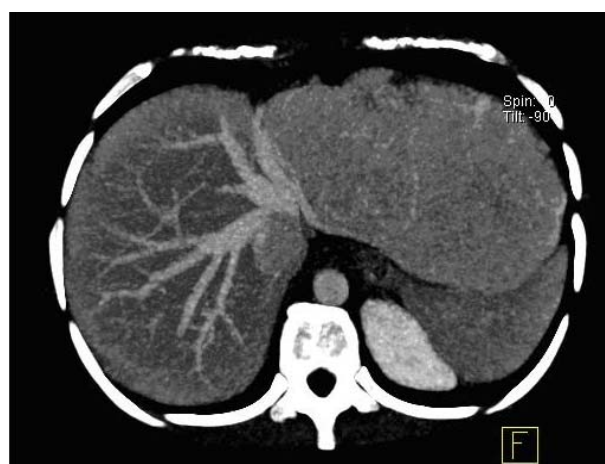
TC fegato. La vena sovraepatica sinistra decorre dislocata verso destra dalla massa epatica e raccoglie sangue refluo da circoli anomali.
